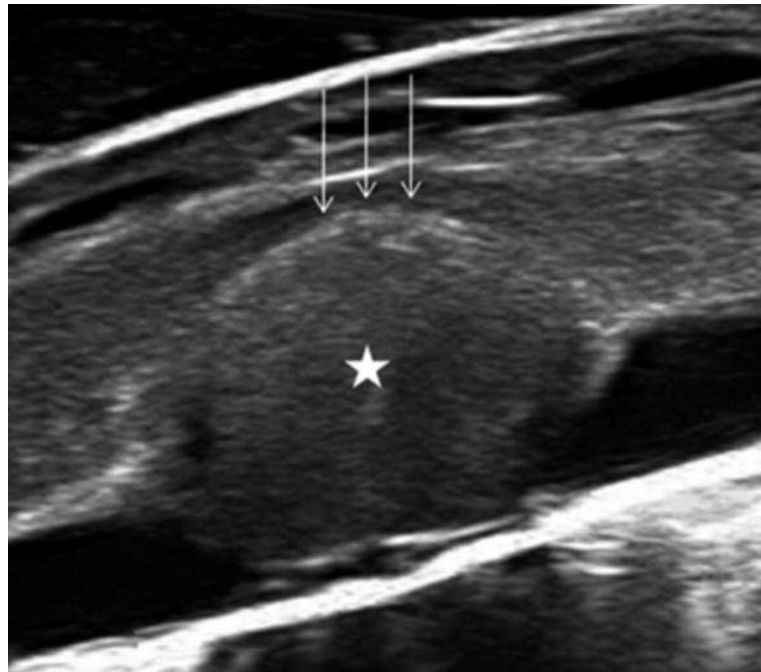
Image échographique d'un Schwannome :
